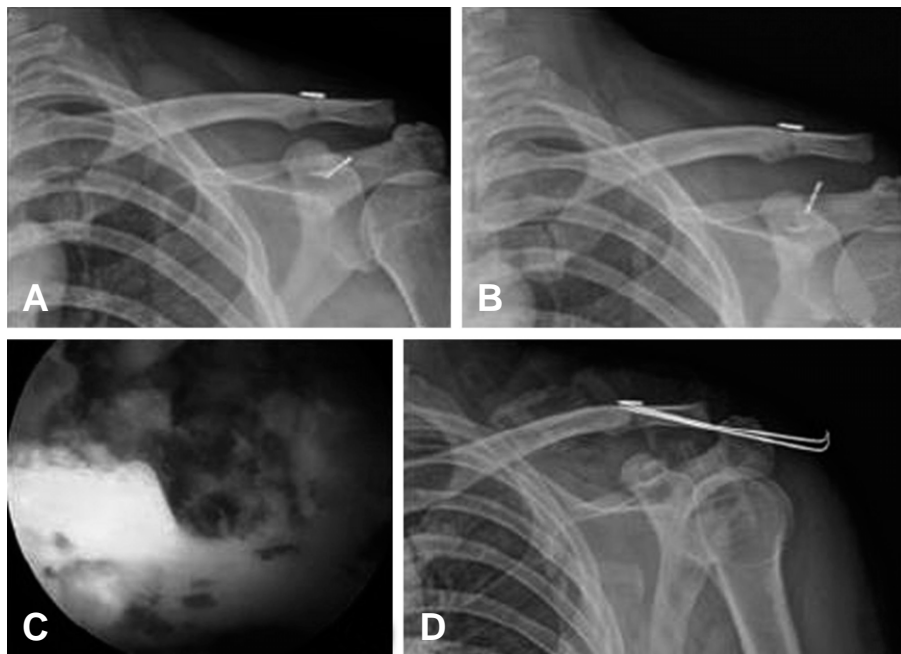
A failure case of coracoclavicular ligament reconstruction due to coracoids fracture by roof hole. (A) Initial post-operative X-ray. (B) Three weeks later, failure of coracoclavicular ligament reconstruction by trauma. (C) Arthroscopic findings shows a roof hole with fracture. (D) Revision and re-fixation after coracoclavicular ligament reconstruction.
